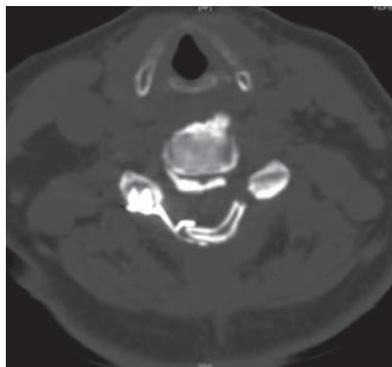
TAC de controle da descompressão do canal
